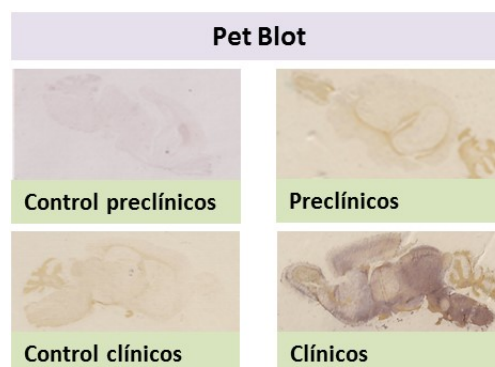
Técnica PET Blot. Cortes de encéfalo de ratón Tg338 en las distintas fases de la enfermedad y sus controles sobre las membranas marcadas con el anticuerpo Sha31 (SPI Bio).
